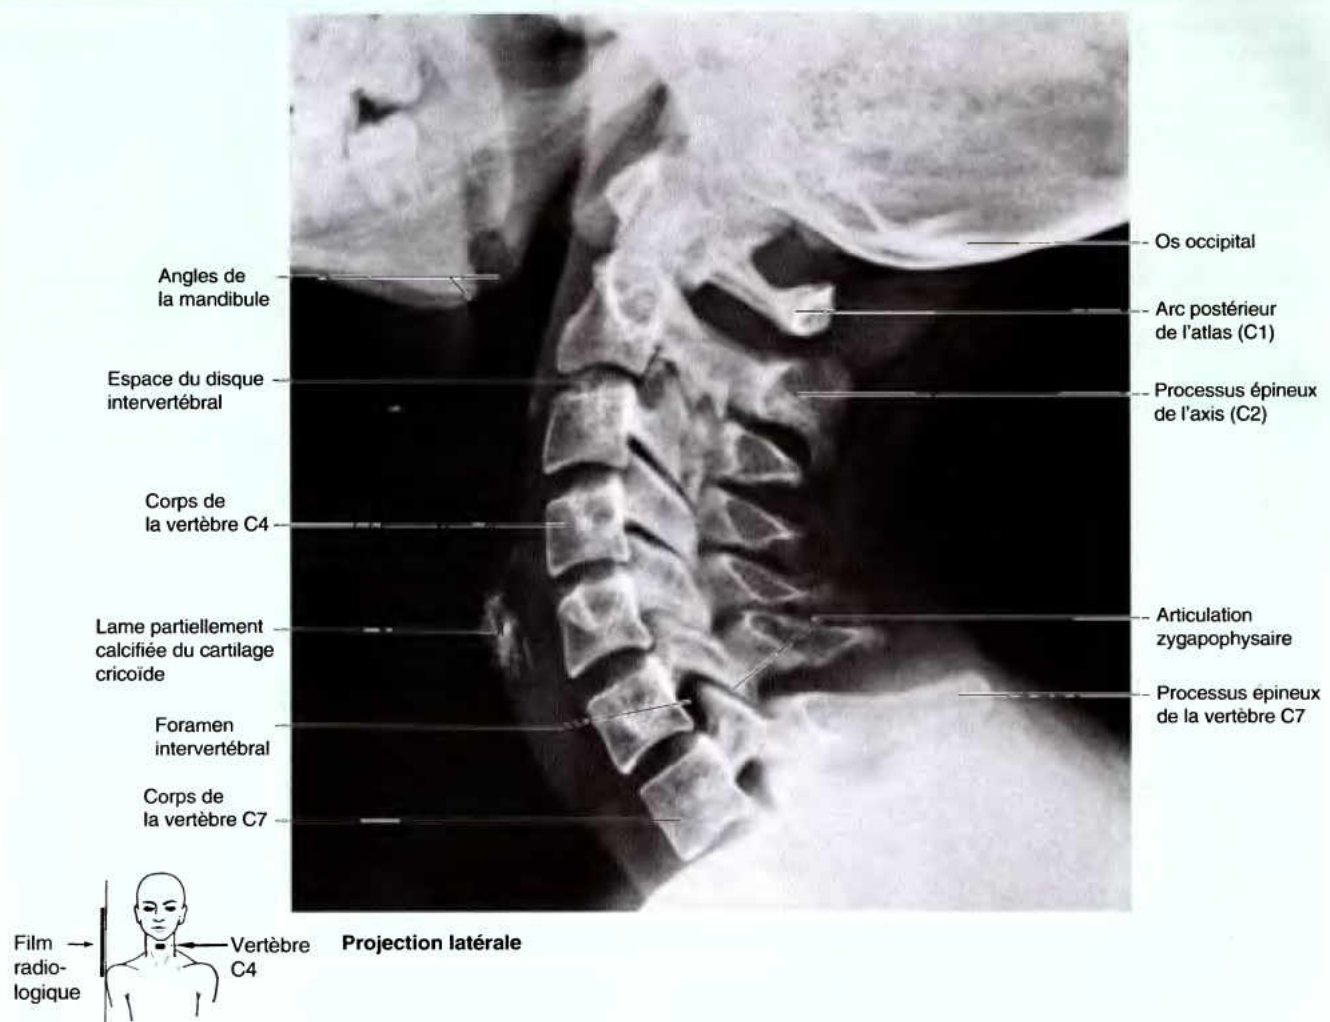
Radiographie de la région cervicale de la colonne vertébrale. Le long processus épineux de la vertèbre C7 est typiquement le plus proéminent superficiellement. Les articulations zygapophysiales (facettes) sont également visibles.
